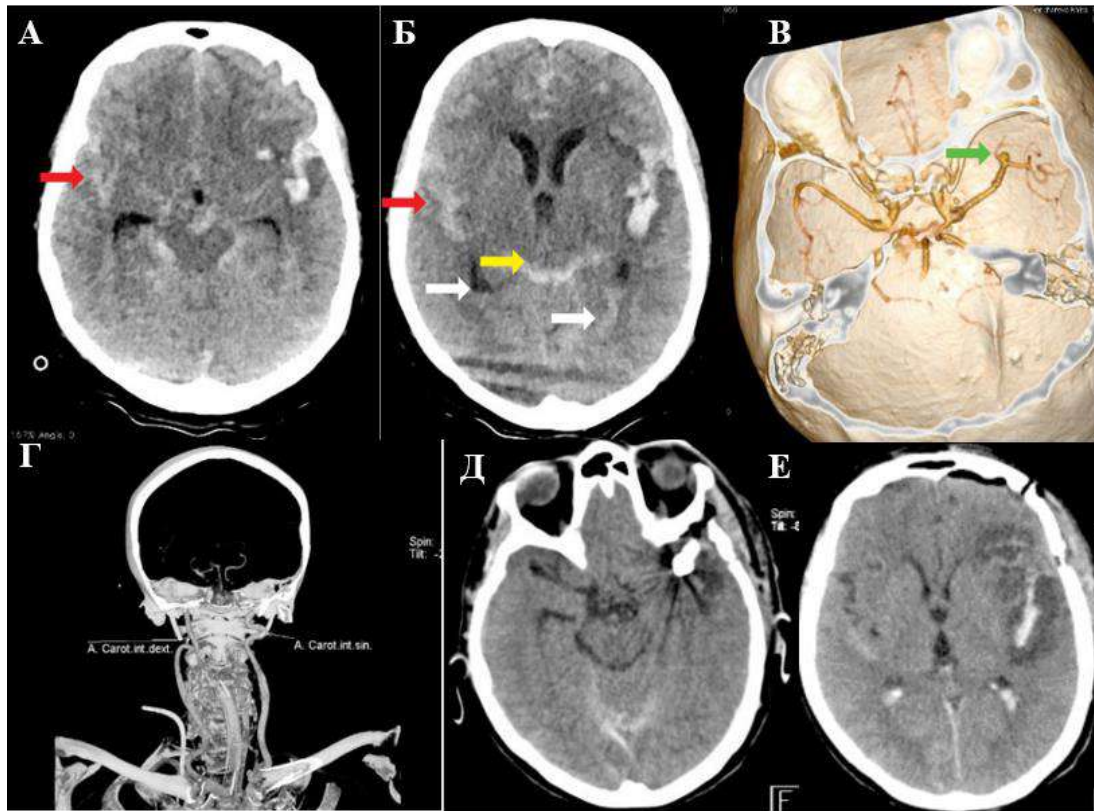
Пациентка с нСАК, 59 лет. А, Б: нативная КТ, определяется кровь в боковых желудочках мозга (белые стрелки), в цистернах (желтая стрелка), в бороздах обоих полушарий (красные стрелки). В, Г: КТА БЦА, аневризма левой средней мозговой артерии (зеленая стрелка), сосудистые петли ВСА (белые стрелки). Д, Е: нативная КТ, состояние после клипирования аневризмы левой средней мозговой артерии
